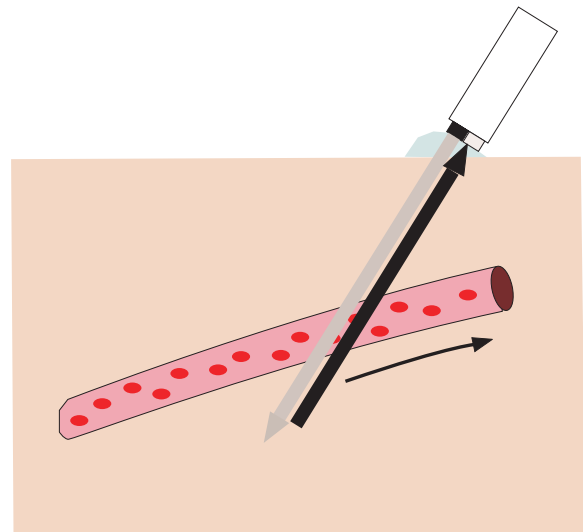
CW-Doppler. Der Schallkopf hat 2 Wandler, einen für Dauerschall, einen für (dauernden) Empfang
